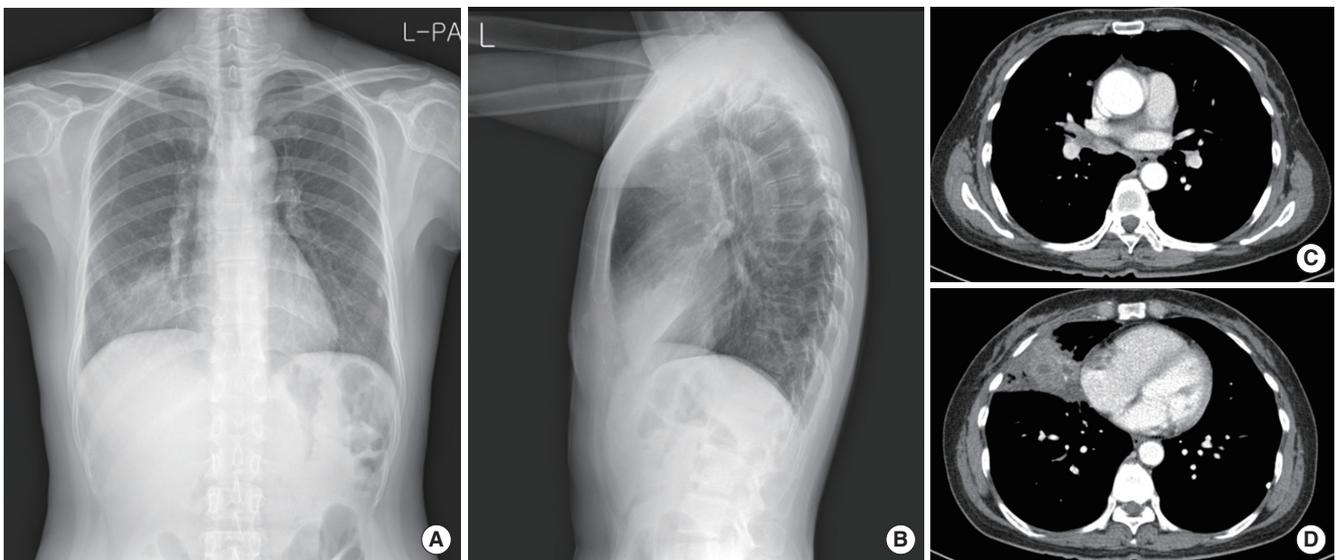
(A, B) Chest X-ray shows consolidation in right middle lobe (RML). (C) Chest computed tomography shows an endobronchial lesion obstructing RML medial segmental bronchus and (D) lobar consolidation with internal low attenuated lesion in RML.
